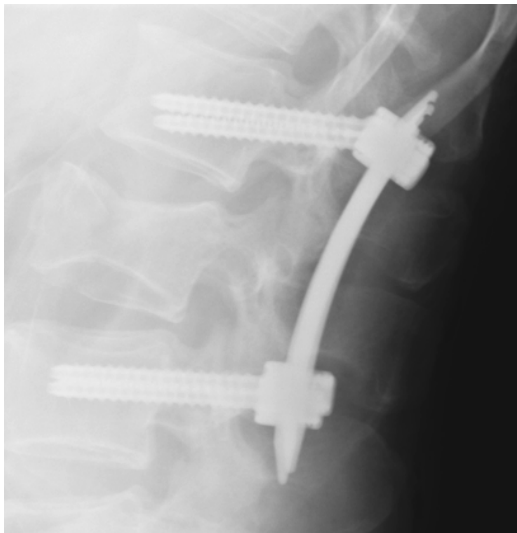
Рентгенограми хворого К. у двох проекціях після операції
